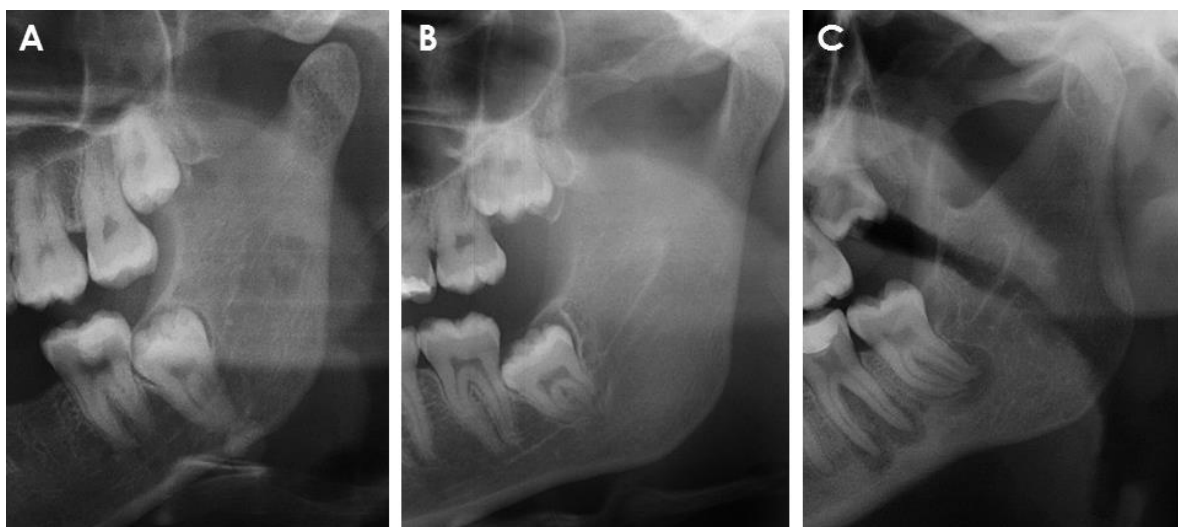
Imagens parciais de radiografias panorâmicas mostrando o posicionamento dentário de acordo com a Classificação proposta por Winter (1926).
